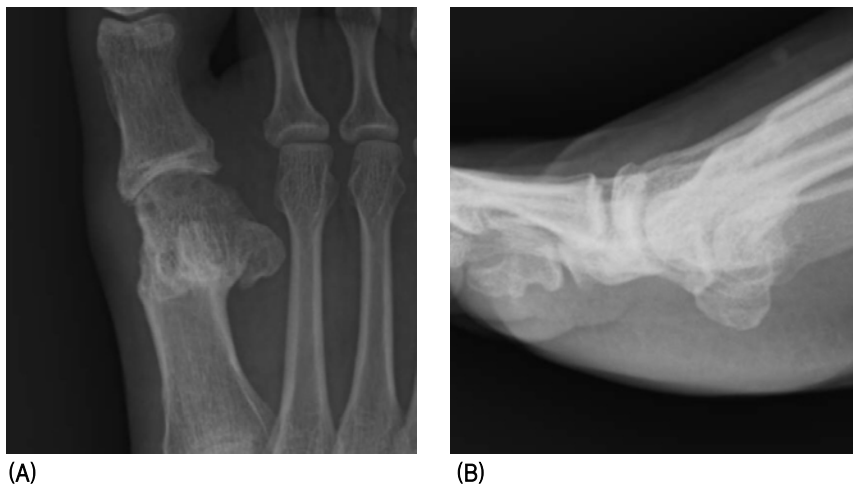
Closeup postoperative 1 year anteroposterior and lateral radiographs of the foot. (A) Anteroposterior radiograph shows metatarsophalangeal joint space narrowing, multiple small cysts formation in the metatarsal head. (B) Lateral radiograph shows preservation of the metatarsophalangeal joint space but slightly plantar angulation of the distal osteotomized segment at the osteotomy site.
